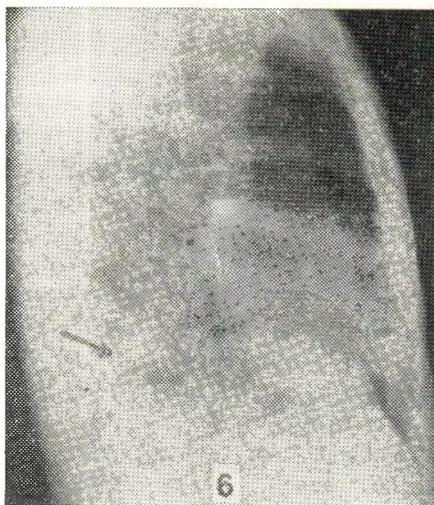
Radiografía lateral derecha con el paciente de pies. El neumoperitoneo diagnóstico muestra la adherencia de la parte posterior derecho al hemidiafragma y en la zona hepática adherida se ve una cavidad con nivel líquido correspondiente a un absceso hepático insuflado. Hay leve derrame en el seno costo-frénico posterior.
